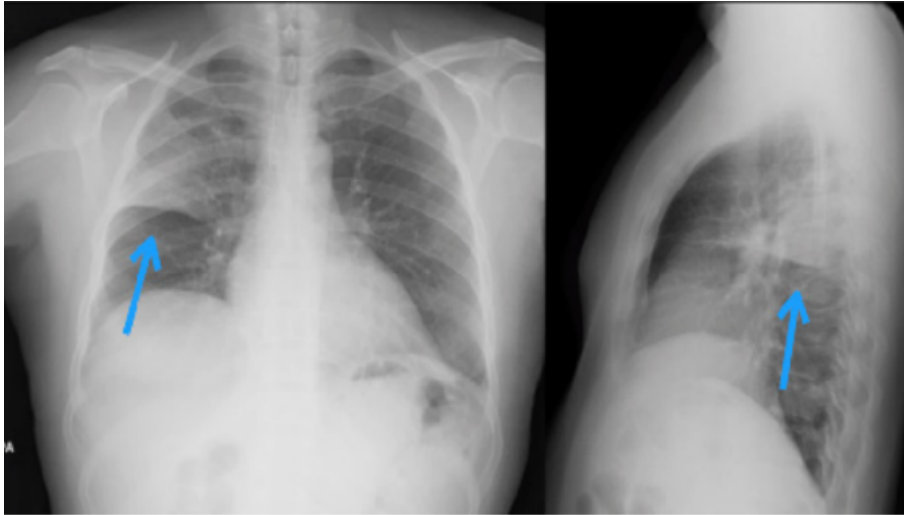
clasificación de los patrones de neumonia en radiografía de tórax
